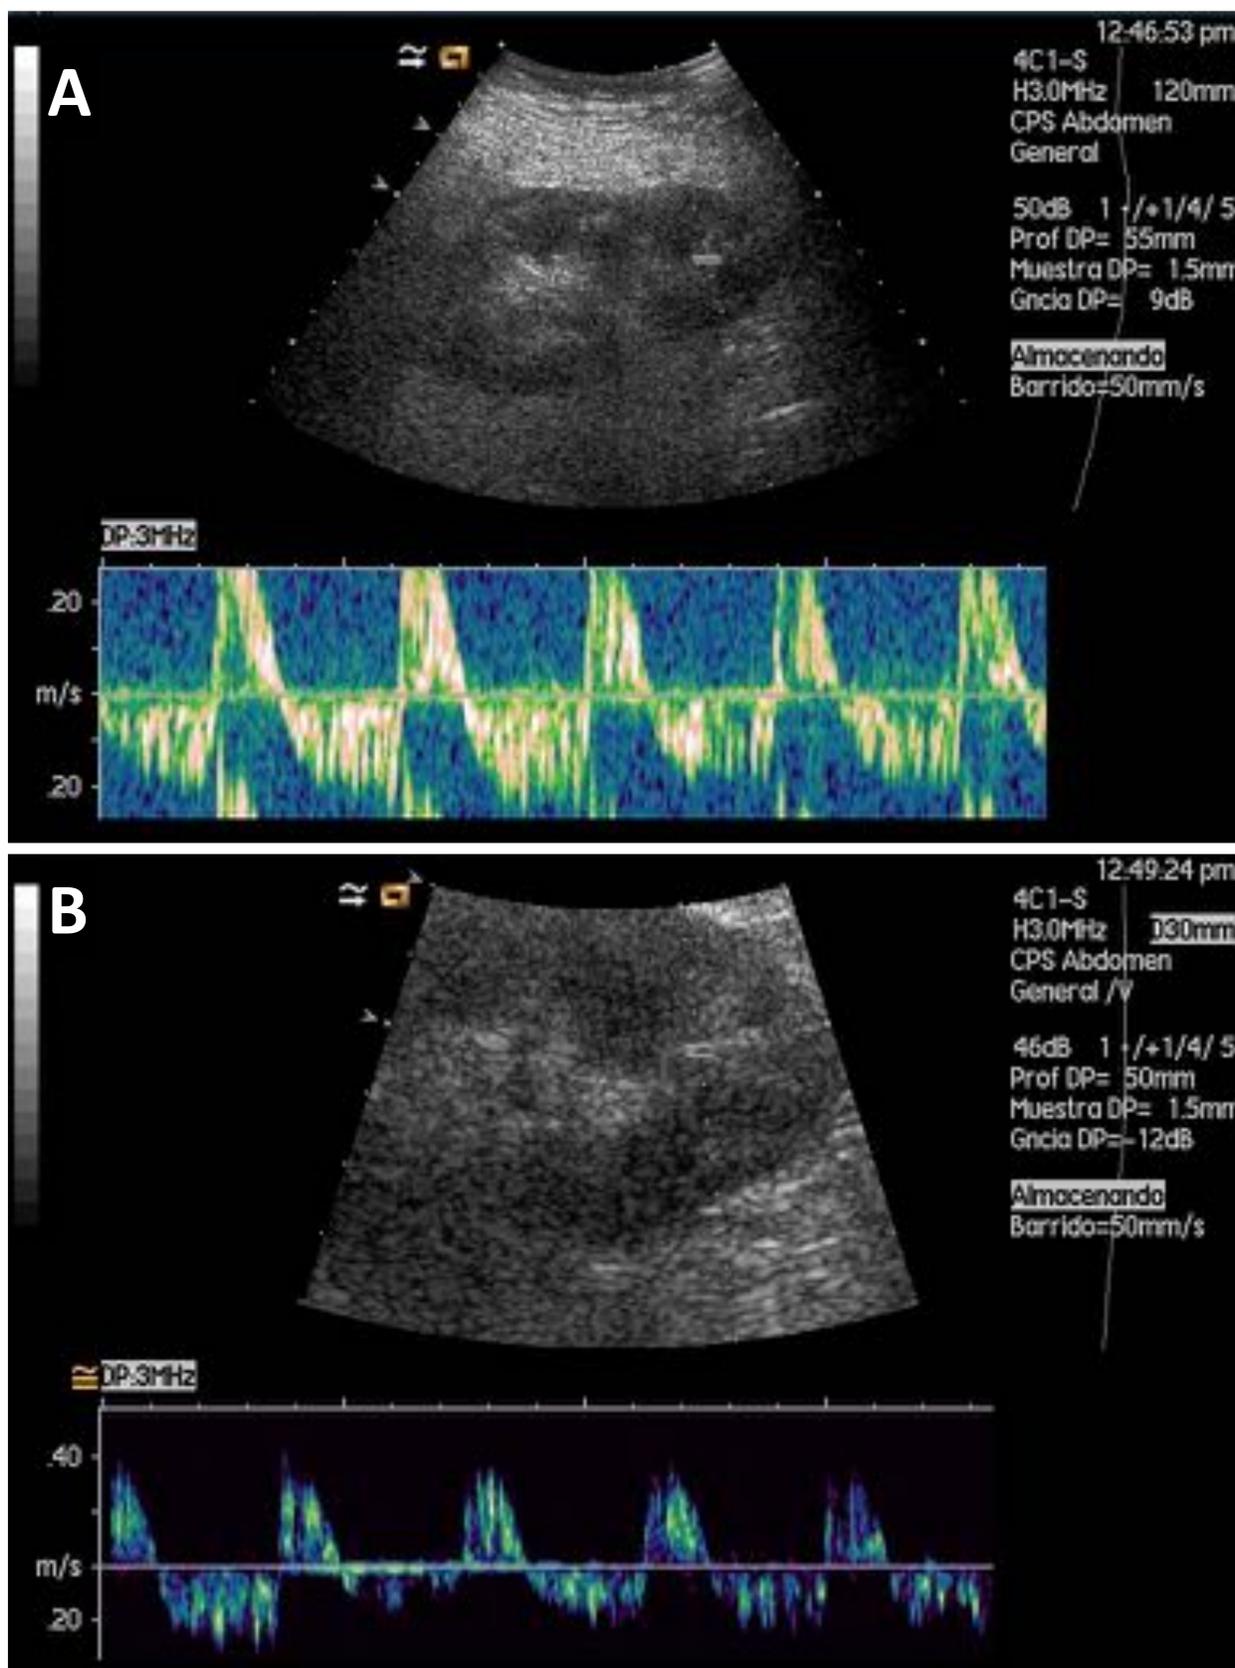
A) y B) Ecografía doppler espectral que muestra ausencia flujo intrarenal salvo la región del polo inferior del riñón donde existe flujo arterial de alta resistencia con inversión durante la fase diastólica. No se detecta flujo venoso. Se confirma la presencia un infarto completo de todo el riñón en relación con trombosis completa de la vena renal principal.
